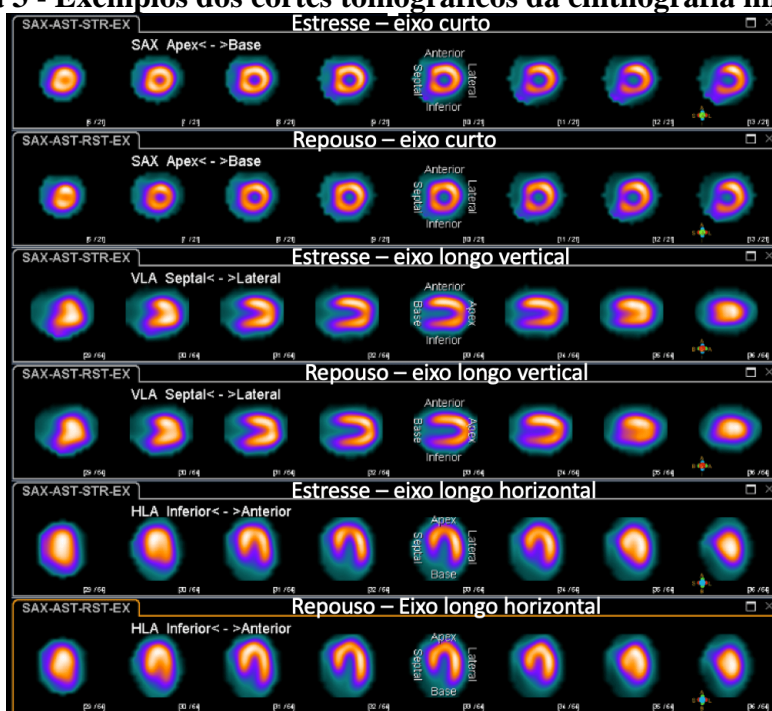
Imagem ilustrativa demonstrando os 3 cortes tomográficos analisados na cintilografia miocárdica com SPECT (eixo curto, longo vertical e longo horizontal). Observa-se captação homogênea do radiotraçador nas imagens de repouso e estresse. Fonte: *Cardiopapers*, 2019.
